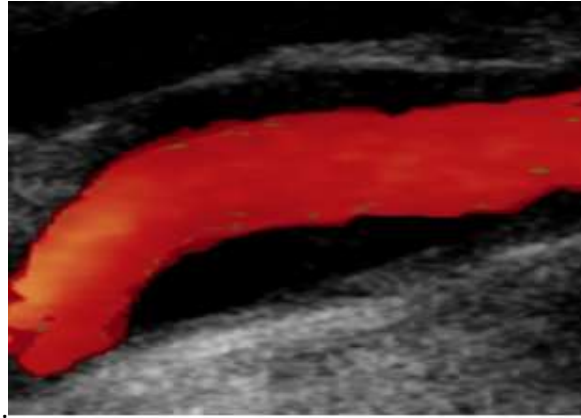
Écho-Doppler carotide, coupe longitudinale. Plaque d'athérome non obstructive de la carotide interne. Lésion anéchogène visible de part et d'autre de la lumière artérielle[134].
